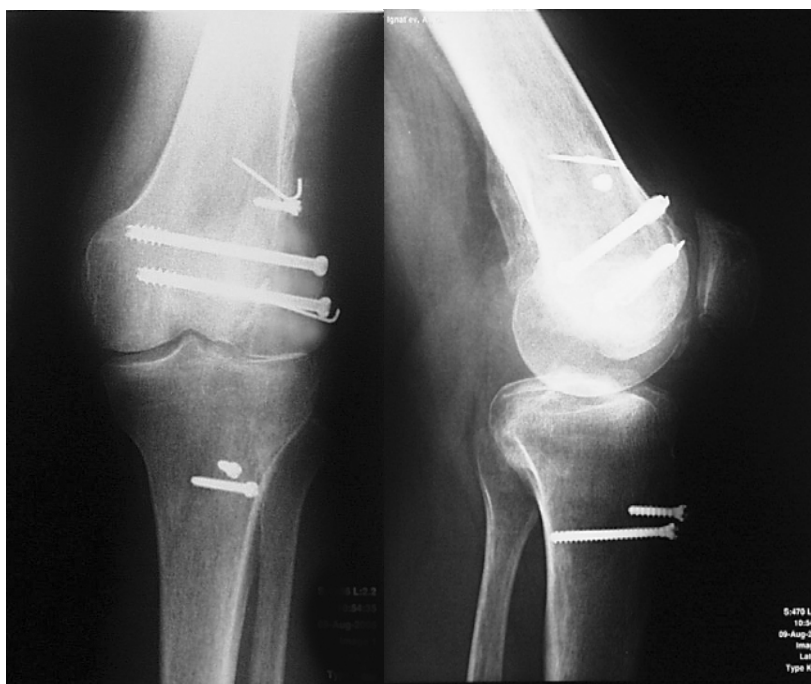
Рентгенограмма коленного сустава через 20 недель. Виден процесс перестройки костного фрагмента.
